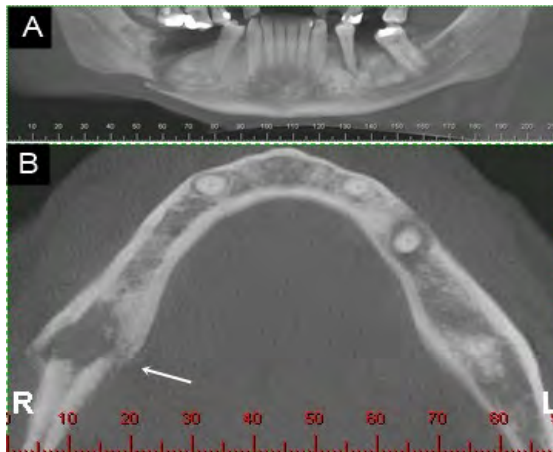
Tomografia computadorizada de feixe cônico. A e B representam respectivamente reconstrução coronal panorâmica e axial que evidenciam fratura de mandíbula do lado direito.
